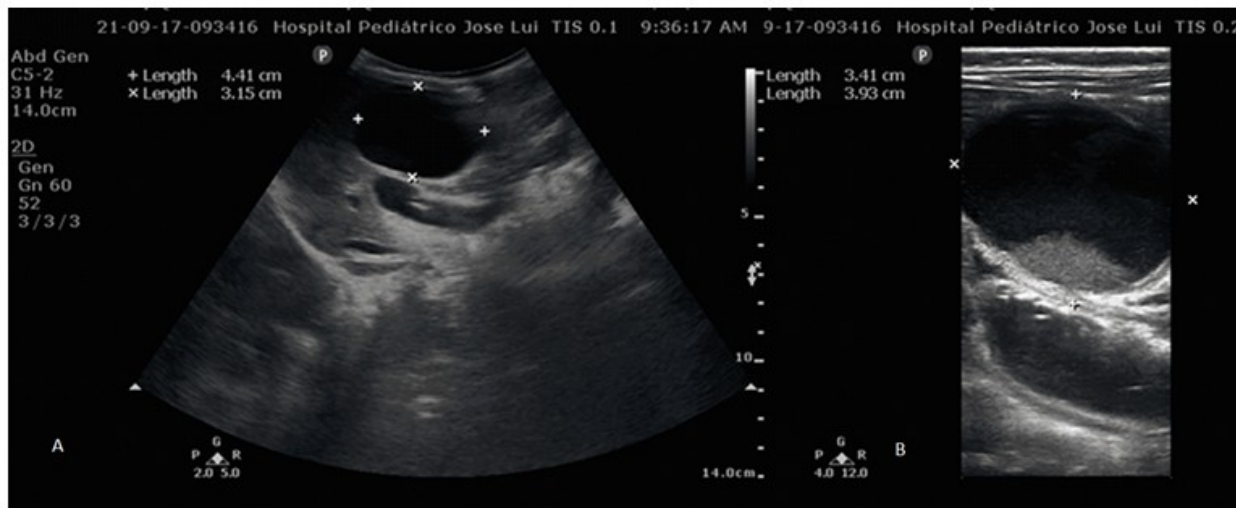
A. Imagen de ultrasonido abdominal con transductor convexo en que se observa imagen ecolúcida, quística. B: Ultrasonido con transductor lineal que define signo de la doble pared y nivel líquido-líquido.
